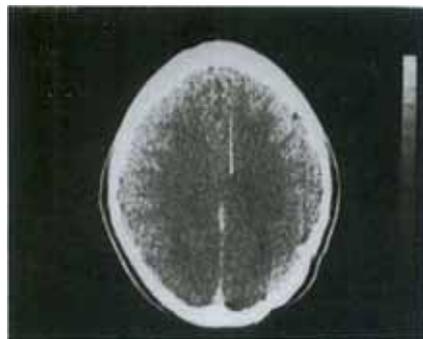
TAC control con medio sin evidencia de recidiva tumoral y craneoplastia in situ.
